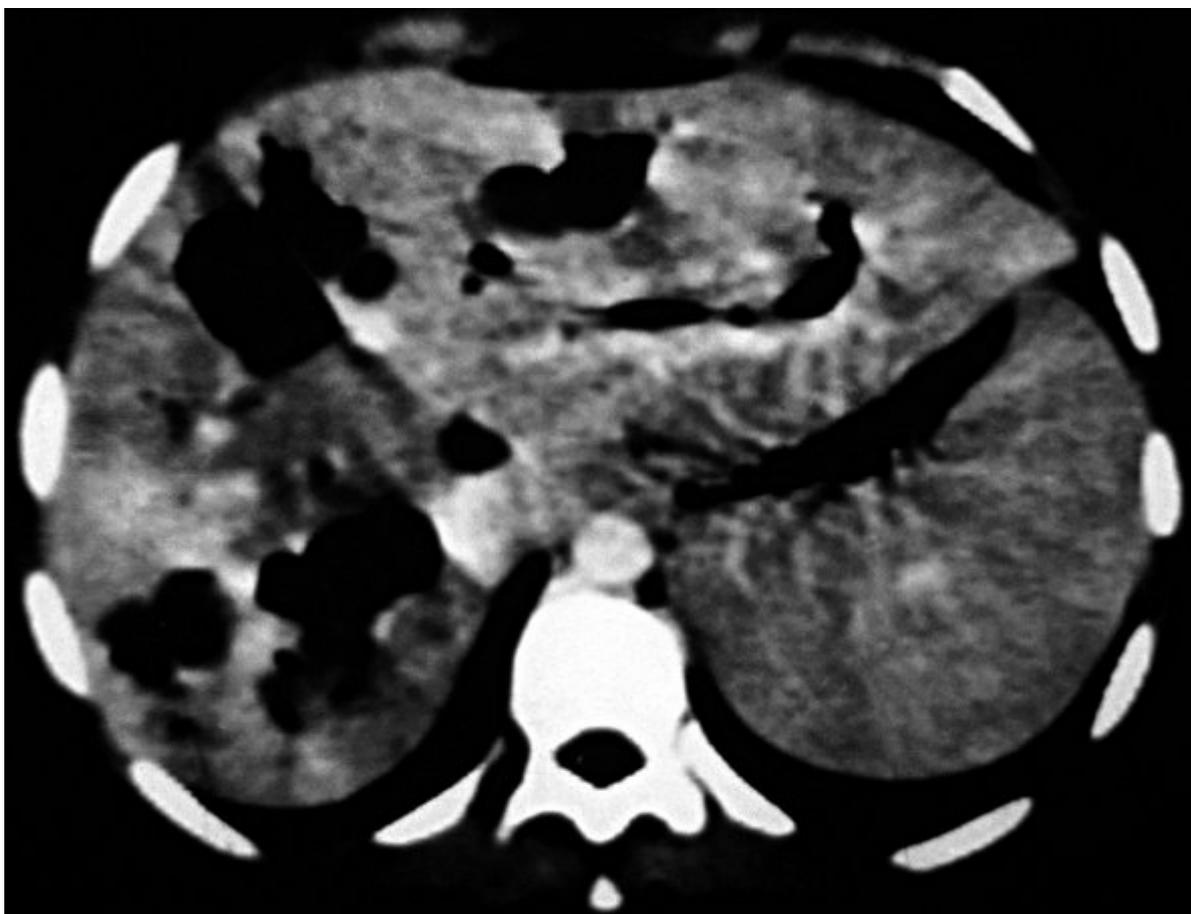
Tomografia computerizzata*. Estasia delle vie biliari intraepatiche con dilatazioni cistiche multiple parenchimali: malattia di Caroli (osservazione personale).
